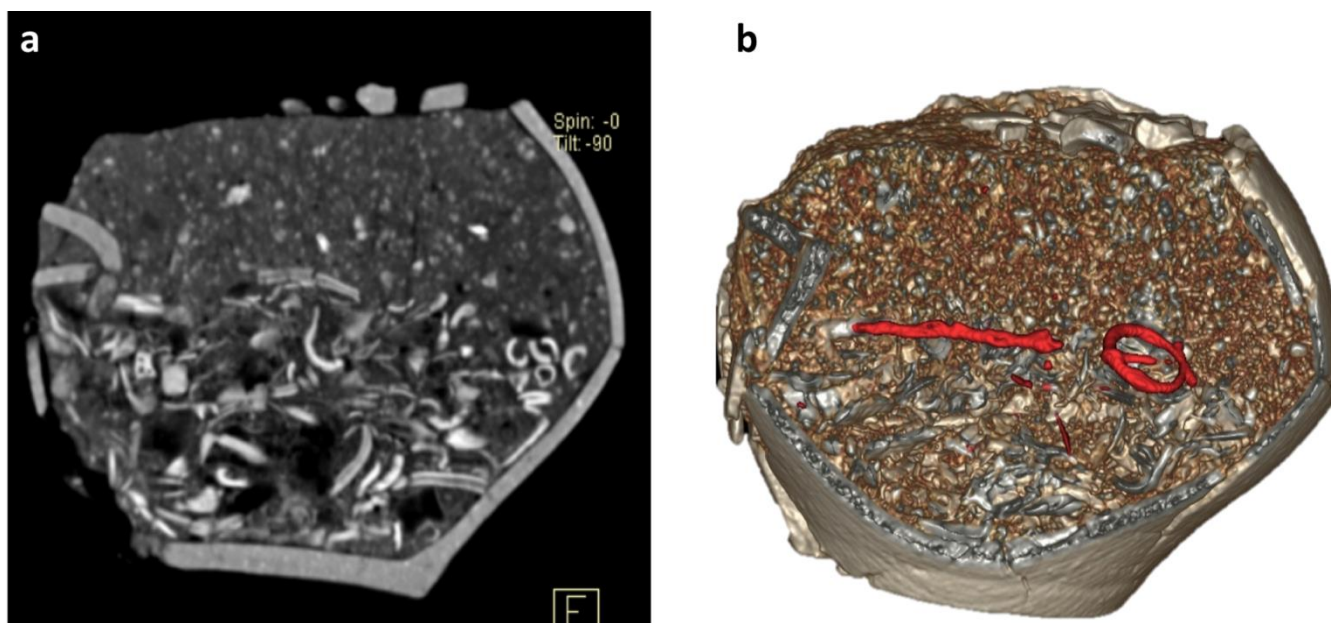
Imagens de TC de urnas provenientes de uma necrópole de Tongobrida.
